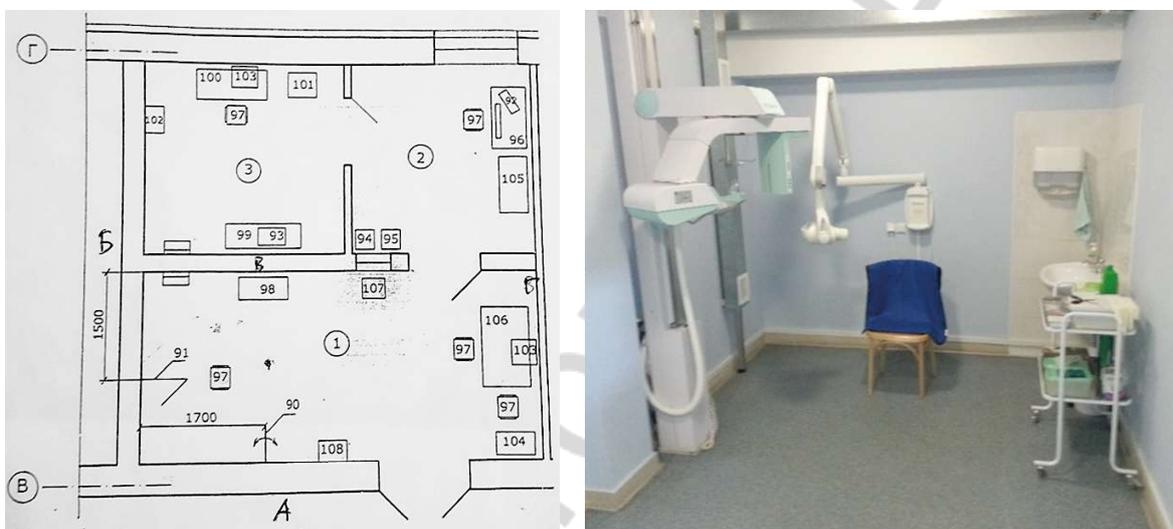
План рентгенодиагностического кабинета медицинского центра и фото процедурной
